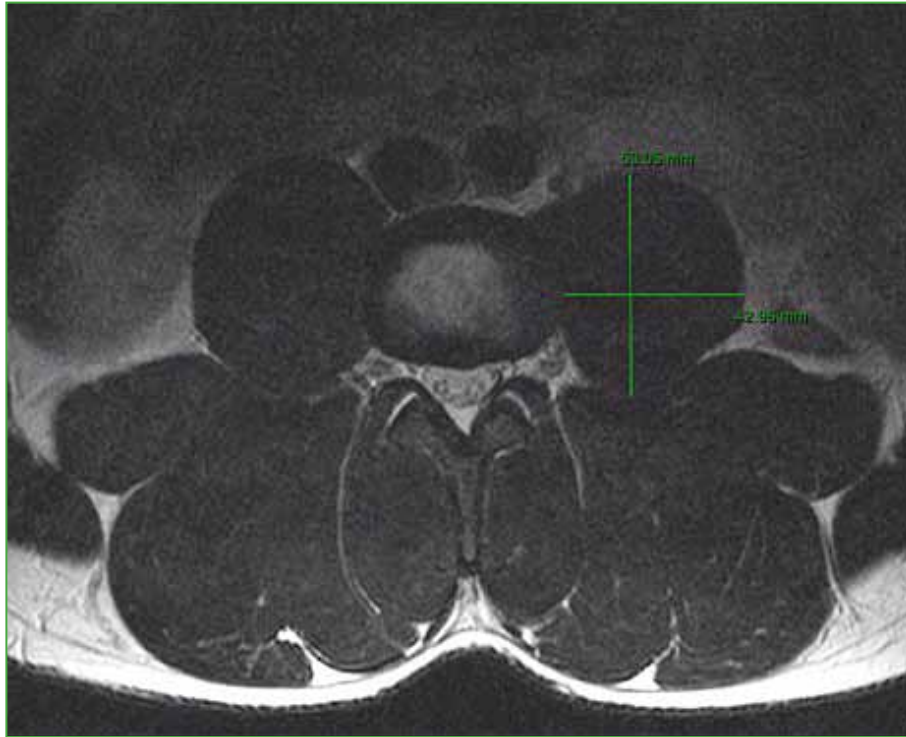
Resonancia magnética, corte axial a nivel del espacio intervertebral L3-L4. Se muestra la medición del largo y el ancho del músculo psoas izquierdo.
